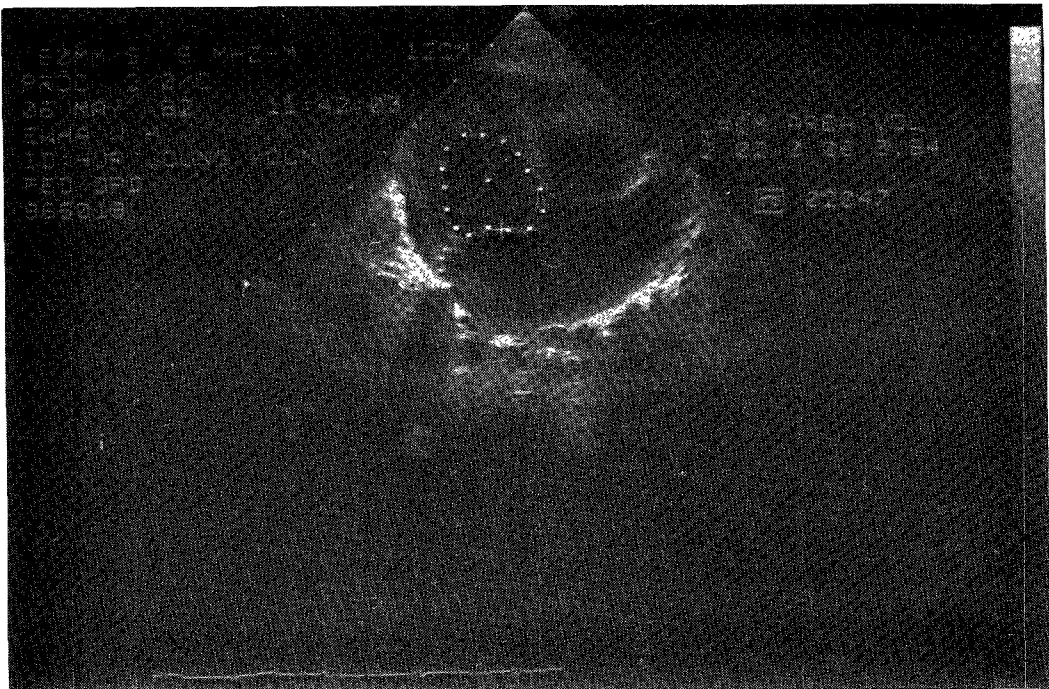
Estimation of End-systolic volume by 2D Echocardiography.
